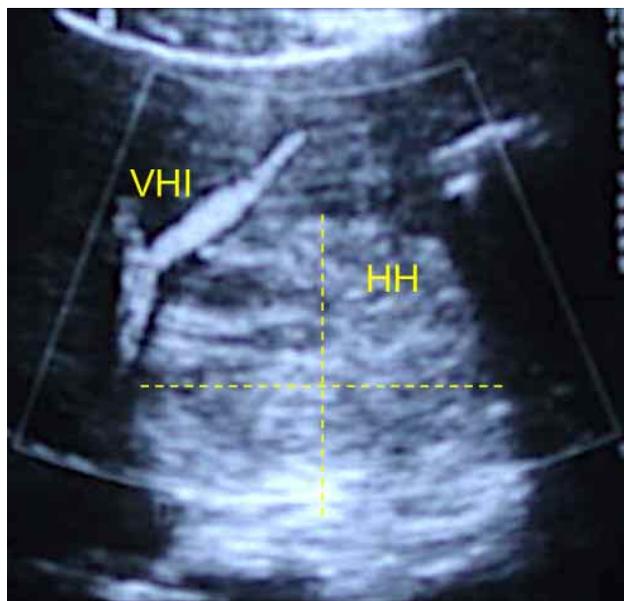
Imagen ultrasonográfica de un HH, de aproximadamente 6 cm de diámetro. Se aprecia su relación con la bifurcación de la vena hepática izquierda.
